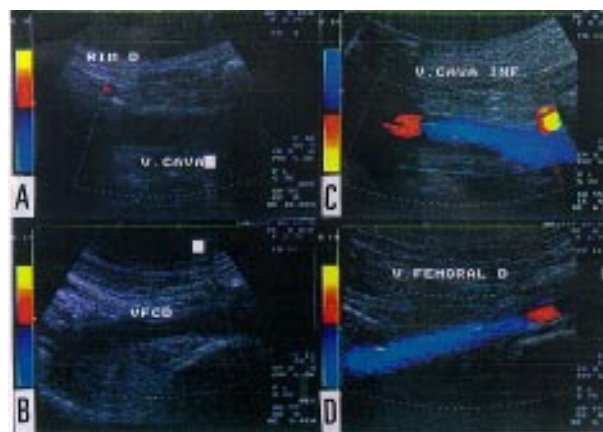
Ultra-sonografia com Doppler referente ao caso 3-A e B) ausência de fluxo venoso em veia cava inferior e veia femoral; C e D) controle 24h após terapia trombolítica com rt-PA, demonstrando lise completa dos coágulos e restabelecimento de fluxo normal.
